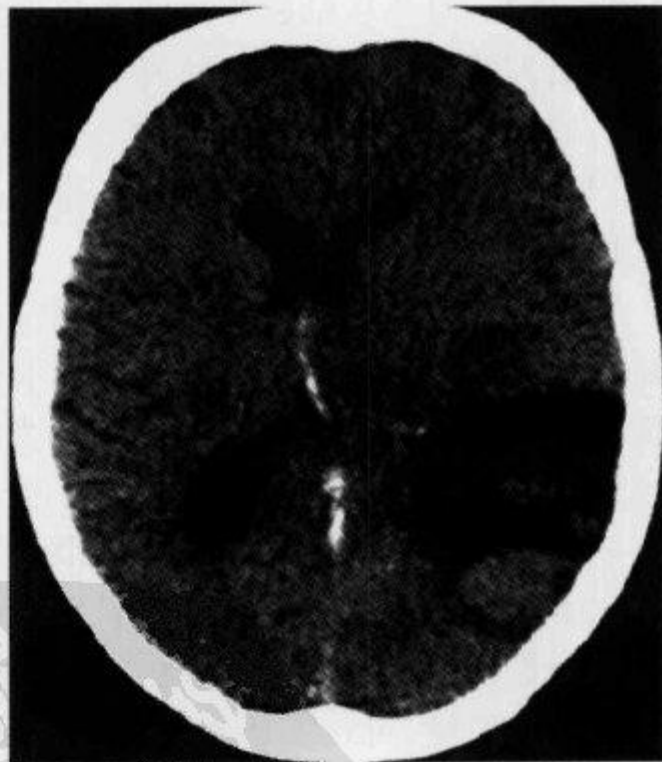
颅脑横断面 CT 平扫示“带征”(二)
